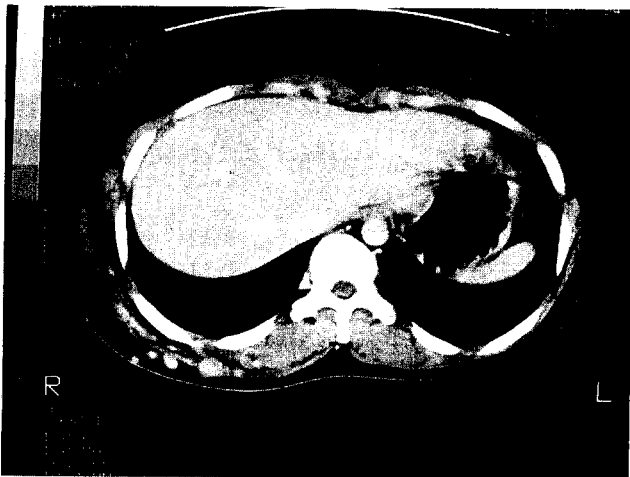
CT scan shows multiple, highly enhancing soft tissue masses in the subcutaneous layer, right posterolateral chest wall, right
